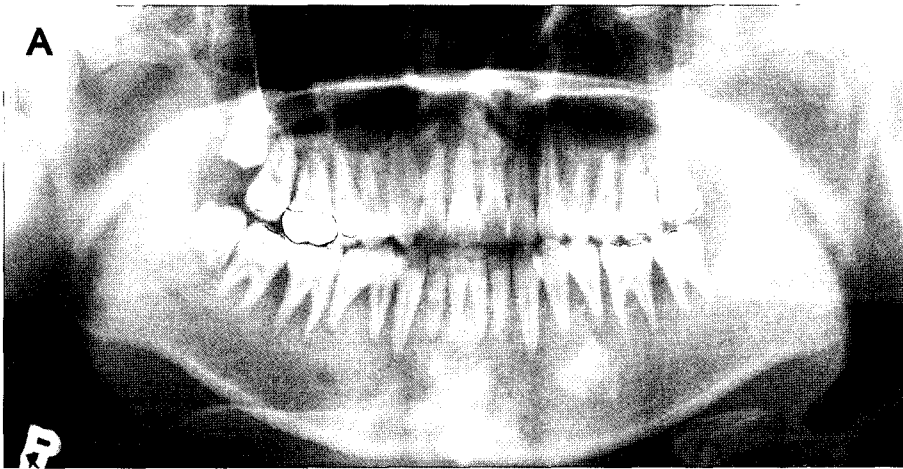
Panoramic radiograph at 1 month after chemotherapy. Note the decreased anterior open bite, increased radiopacity in molar region. Displaced teeth were restored to their proper position.
